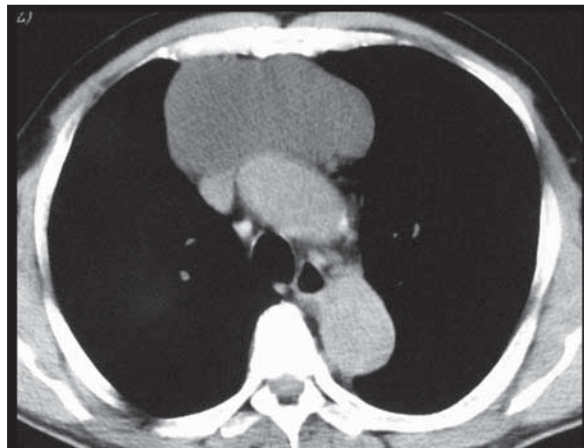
Paciente do sexo masculino, 70 anos de idade. TC revelando lesão cística homogênea no espaço mediastinal anterior. Aspecto consistente com cisto tímico congênito.
